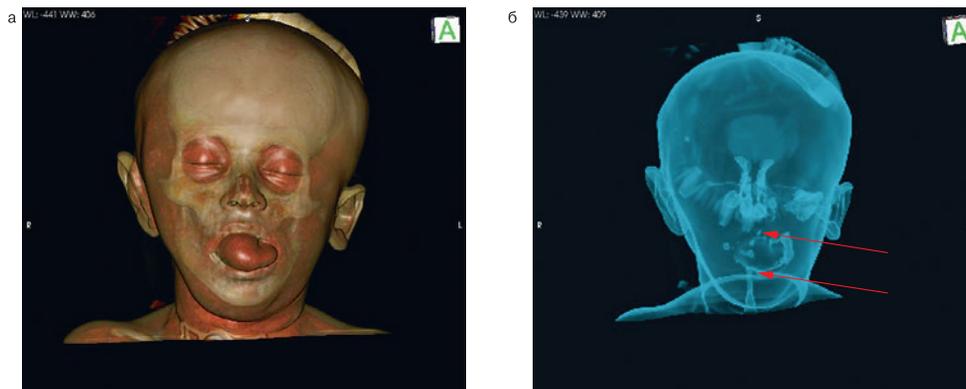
(а, б). КТ через 6 месяцев после операции. Трехмерная реконструкция тканей
